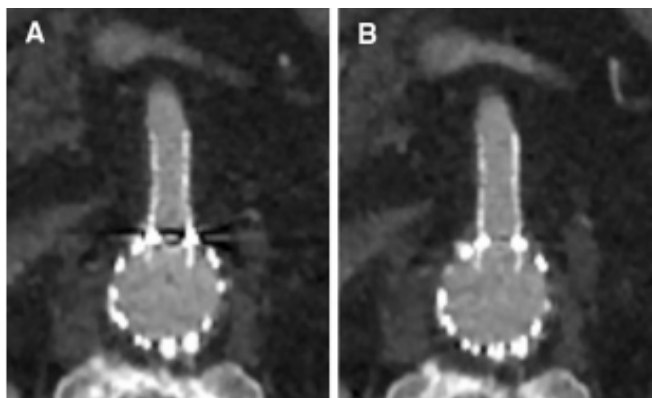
Imagens axiais de CT (A- imagens com artefacto; B- aplicado SEMAR imagem sem artefacto)
